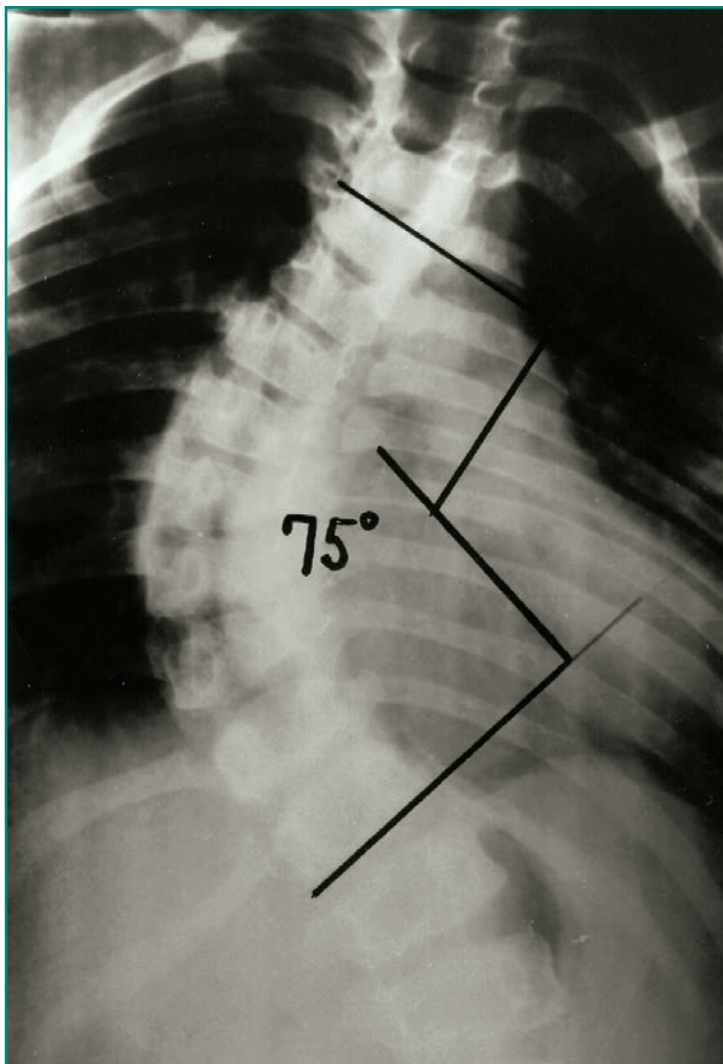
Determinación del ángulo de Cobb en la planificación preoperatoria de una escoliosis idiopática del adolescente en la radiografía posteroanterior de columna.
